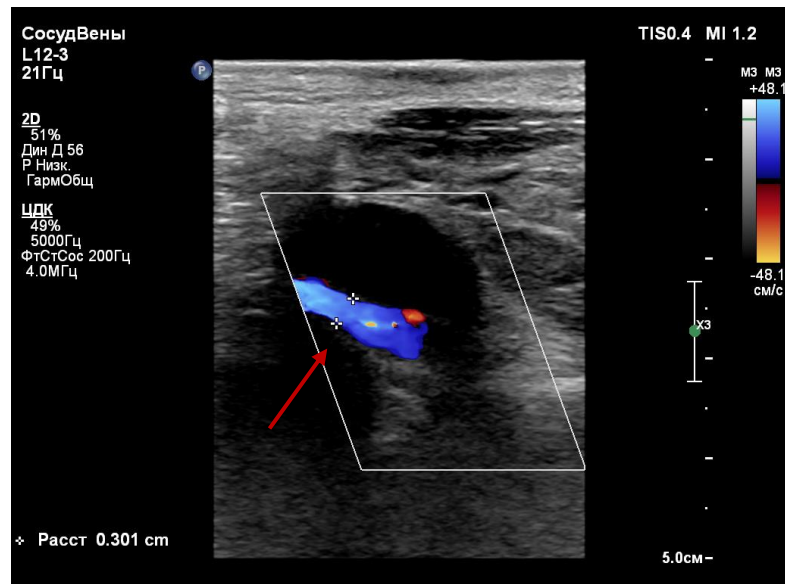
Эхограмма трансабдоминального УЗИ. В-режим +ЦДК. Компрессия левой ОПВ в области пересечения правой ОПА (В), диаметр левой ОПВ 3,0 мм
